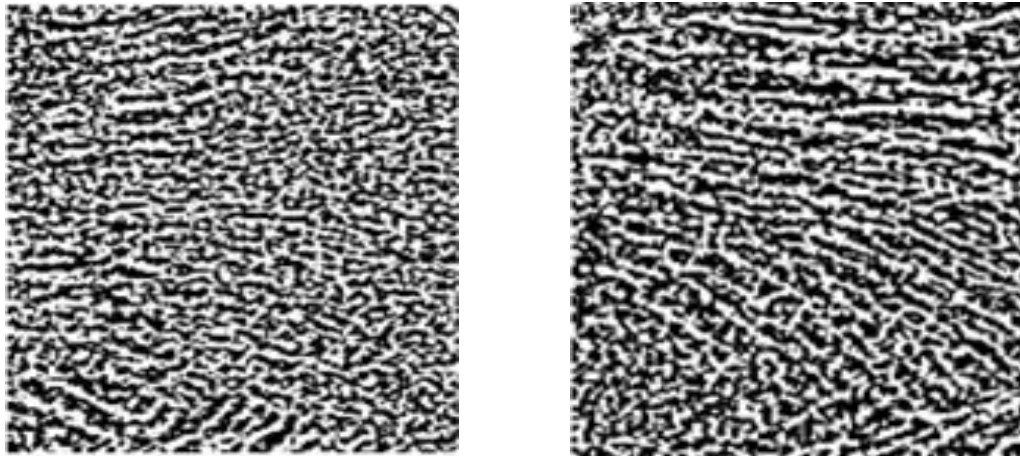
Images obtenues en utilisant la méthode de binarisation locale (a) et la méthode de binarisation globale (b) pour un CS et un OP des images CT. Les trabécules osseuses sont en blanc et la moelle osseuse est en noir.
